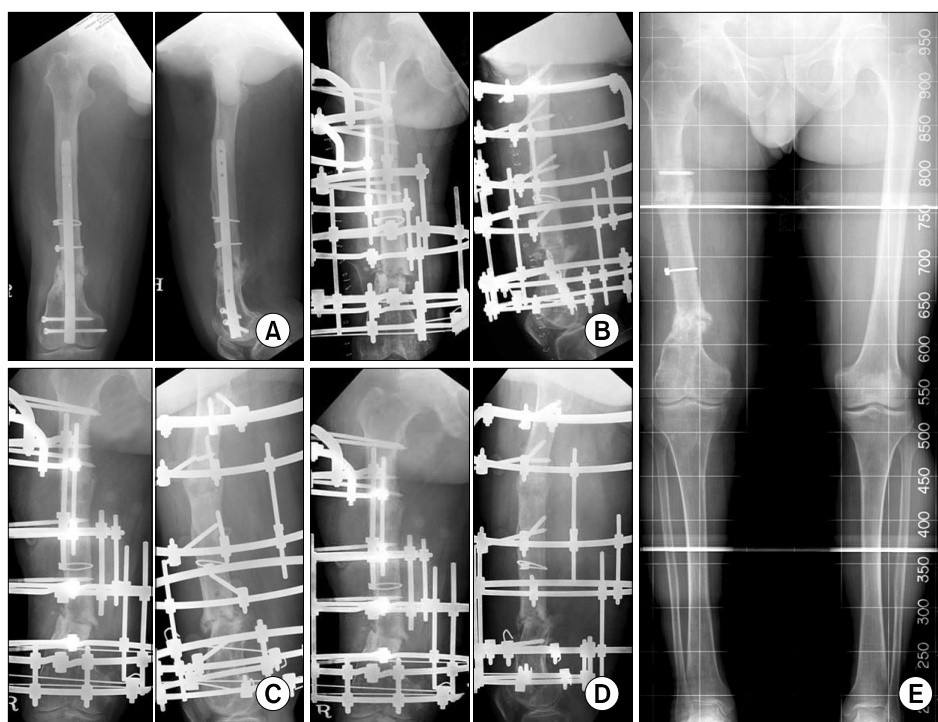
(A) A 51-years male was sustained open comminuted fracture of the right femur by a traffic accident. Interlocking intramedullary nailing was done at a local clinic but developed an infected nonunion. (B) We did sequestrectomy, applied ilizarov fixation and did corticotomy after implants removal. We did gradual bone transfortation. (C) Four months later, radiographs after ilizarov fixation didn't show the evidence of union on the distal femur. (D) We did bone graft on a delayed union site. (E) Follow up 3 months, X-ray after bone graft on a sequestrectomy site was showed a complete bony union.
